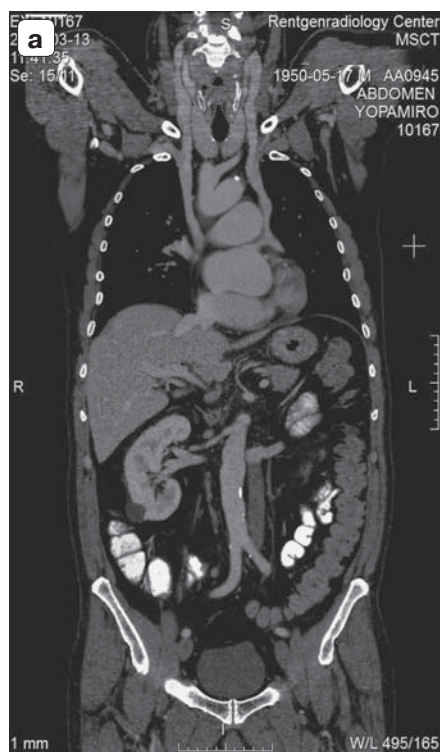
МСКТ-изображения грудной клетки и брюшной полости с болюсным усилением, венозная фаза, фронтальная плоскость. а – нативный скан, раздвоение общего ствола левой верхней и нижней полой вен с впадением в левое и правое предсердие; б – тоже с болюсным контрастным усилением, артериальная фаза – заброс контрастного вещества из левого предсердия в разветвление ствола полых вен.
